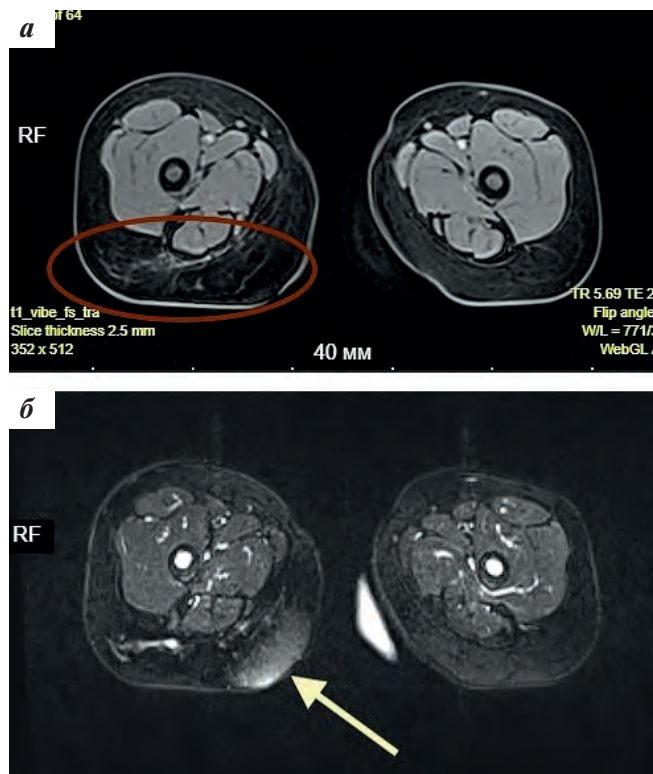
МРТ: а — в подкожно-жировой клетчатке задней поверхности верхней трети правого бедра визуализируются фиброзные изменения; б — отечные изменения в подкожно-жировой клетчатке
